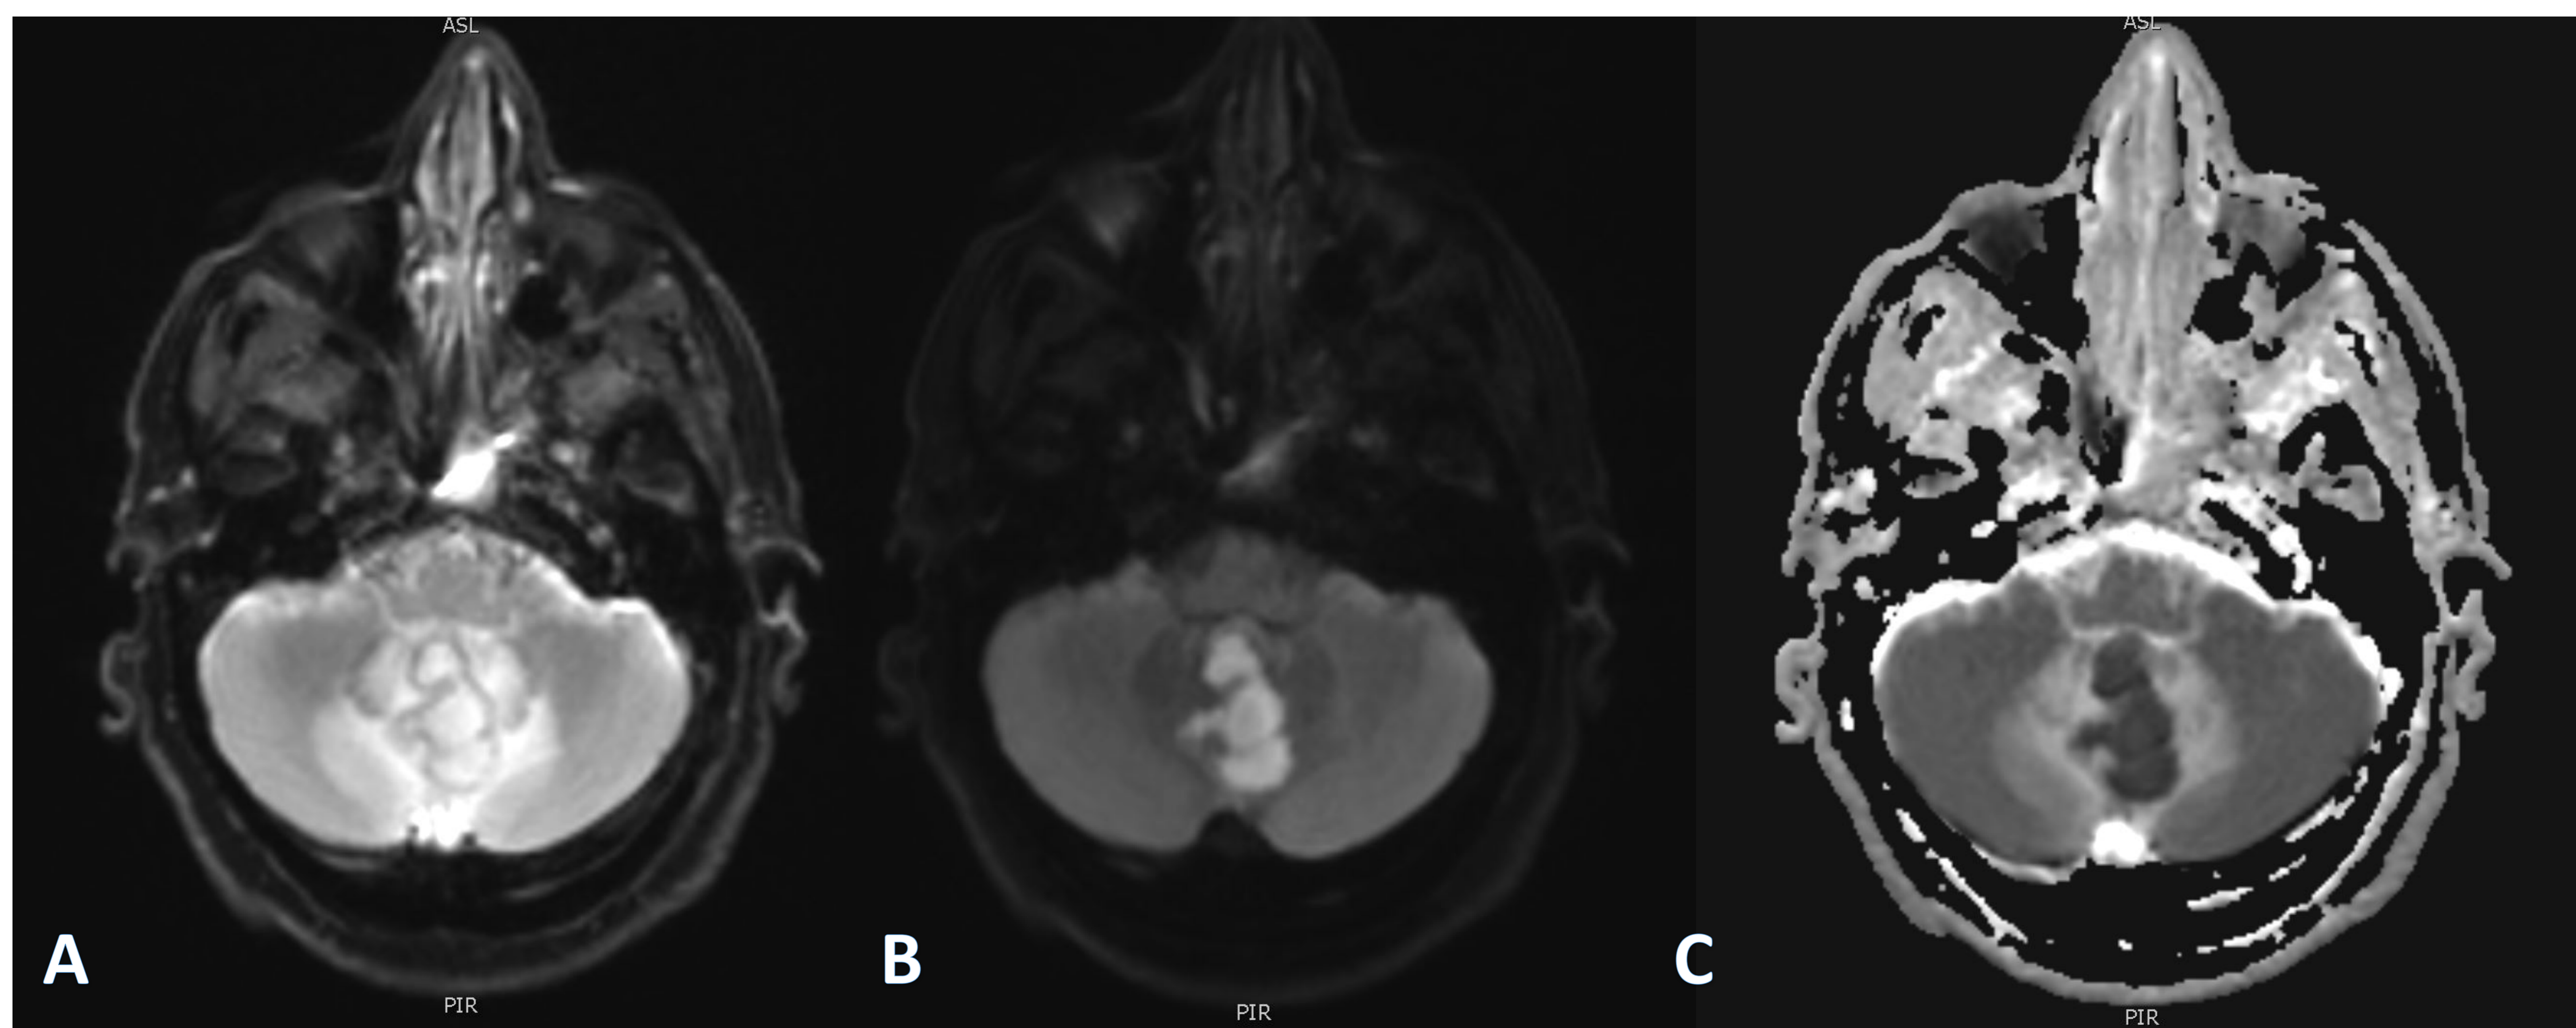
RM fosa posterior que muestra el comportamiento de un absceso cerebeloso con restricción de la difusión en secuencias $b=0$ (A) y $b=1000$ (B) debido a la alta viscosidad y celularidad de la pus. Marcada hipointensidad de señal en el mapa ADC (C).
